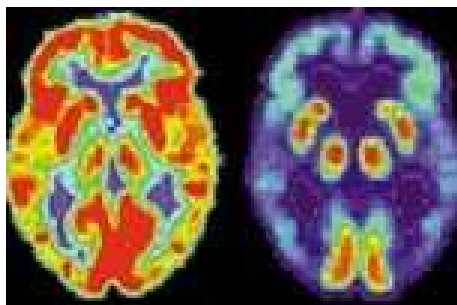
PET- Darstellung eines normalen Gehirnes (links) und eines an Alzheimer Erkrankten
